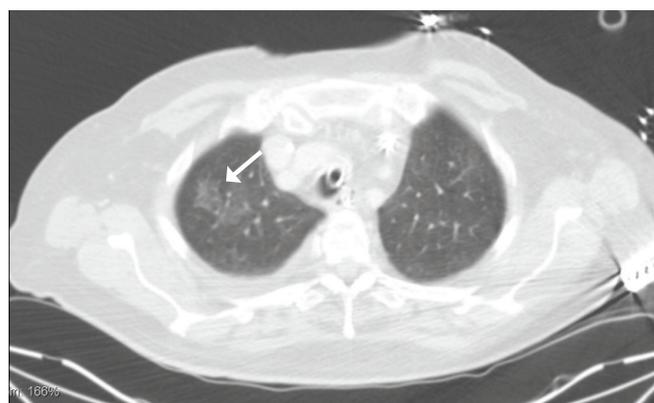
Caso clínico 2: TC torácica sem contraste endovenoso, em que é visível consolidação da base pulmonar direita, a par de áreas de parênquima com padrão em vidro despolido em ambos os lobos superiores, identificando-se no culmen pequena imagem nodular subpleural. Derrame pleural bilateral, mais expressivo à direita.
